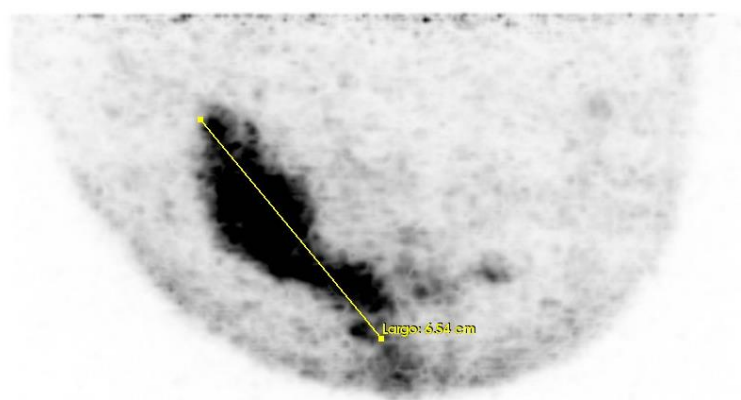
Paciente del estudio con CM izquierda que tras el estudio PET/TC corporal basal se le realiza mammi PET (ver figura 82).
